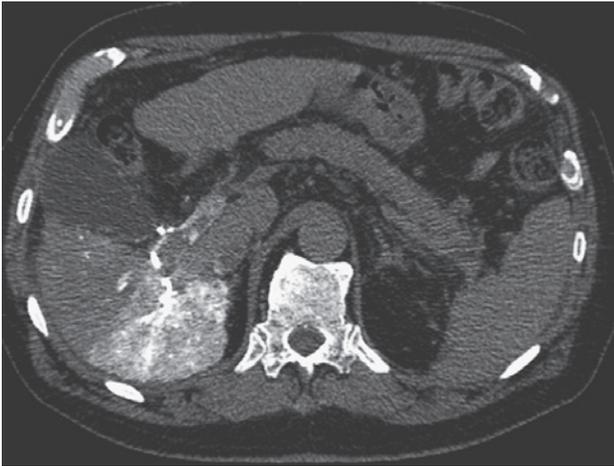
第2病日の造影CT (CTHA) 門脈内に腫瘍栓と考えられる濃染を認める
